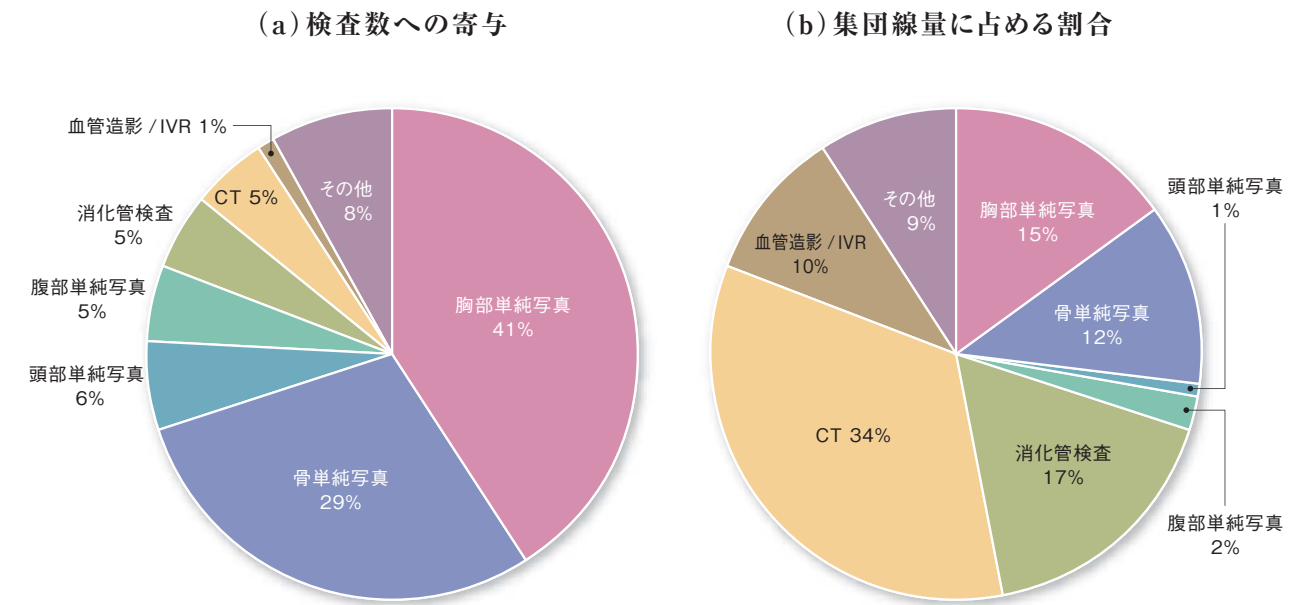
X線CT検査の頻度と線量 (国連科学委員会2000年報告) (ICRP Publ.87「CTにおける患者線量の管理」より引用)
